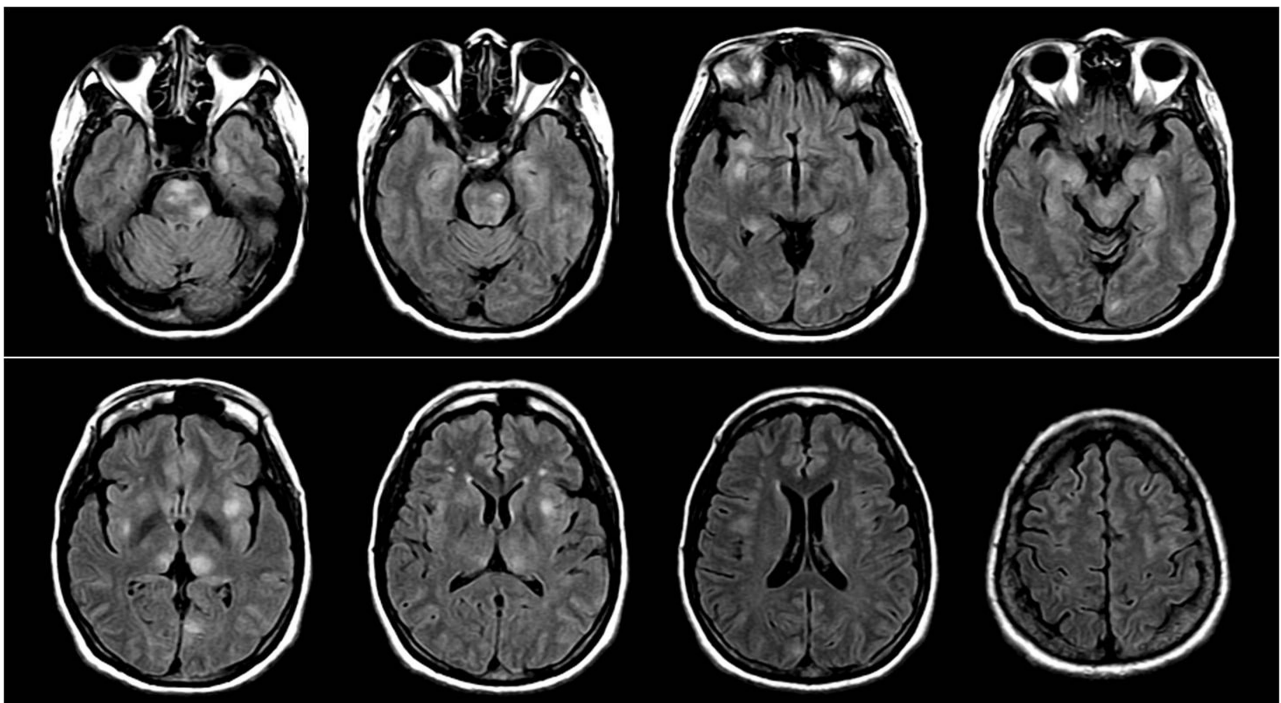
Axial FLAIR images show multiple, diffuse, asymmetric hyperintensities involving pons, midbrain, temporal lobe, bilateral thalami, basal ganglia, deep white matter, and temporal and occipital cortex.
